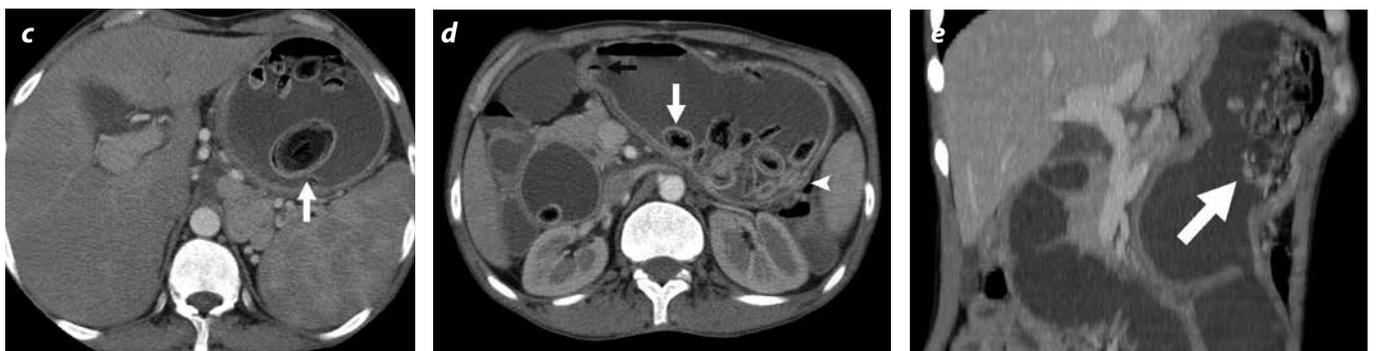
(c, d, e). Imágenes de TC multicorte axiales (c, d) y reconstrucción multiplanar coronal oblicua (e), en las cuales se identifican múltiples cuerpos extraños en el estómago y la segunda porción del duodeno, de contornos bien definidos, ovalados y de diferentes tamaños, con fenómeno de vacío interno y borde denso, que corresponde a múltiples fitobezoares (flechas). Algunos fitobezoares indentan la mucosa gástrica (cabeza de flecha blanca en d) sin producir áreas de refuerzo externas de la pared gástrica por TC. Uno de los fitobezoares se encuentra en el origen del asa eferente, produciendo obstrucción gástrica y, de manera secundaria, obstrucción del asa aferente y el duodeno.
